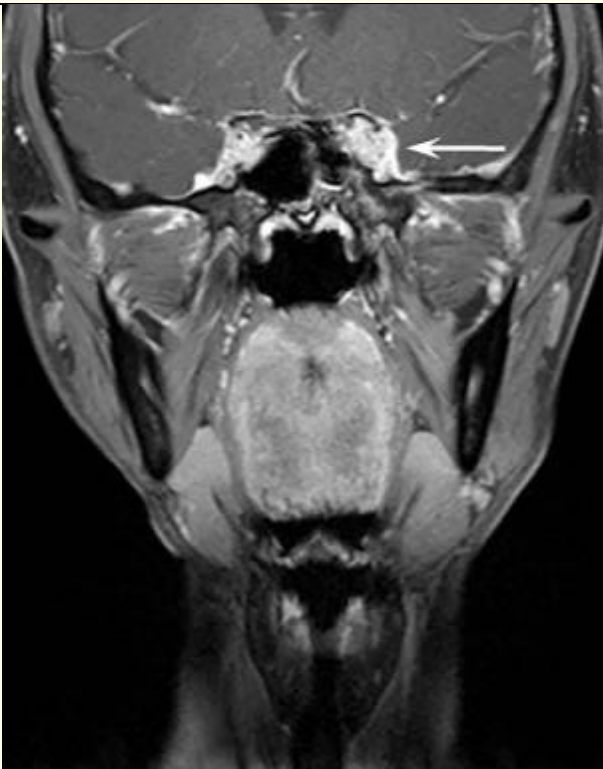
A, C, Sagittal and B, D, coronal contrast-enhanced magnetic resonance imaging scans of the brain of patient 1. A, Before treatment and (Fig 2 continued on next page.)
